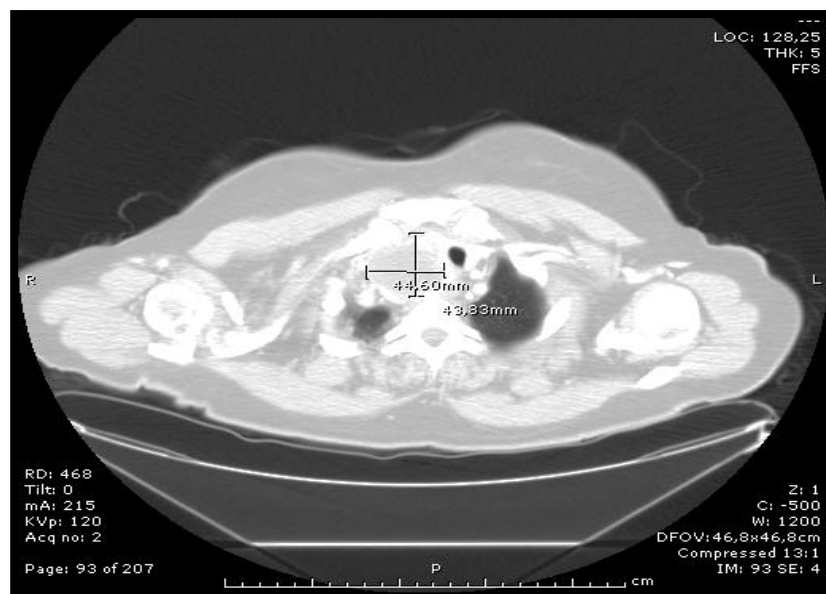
TC cervical mostrando uma massa no lobo direito da tiróide com 44,6mm por 43,33mm.
